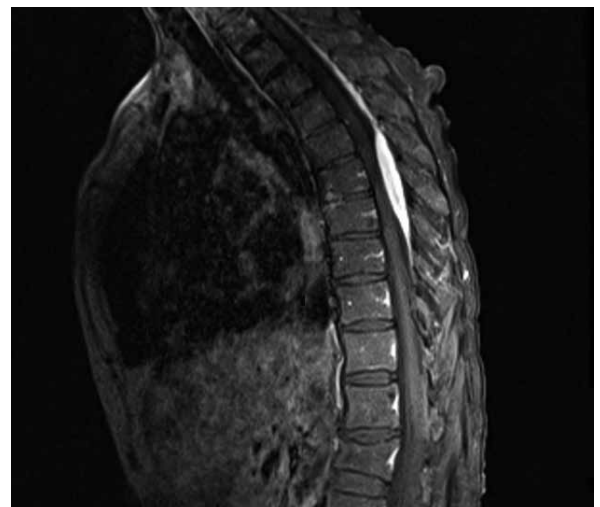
MRI ΘΜΣΣ T1-w οβελιαία
